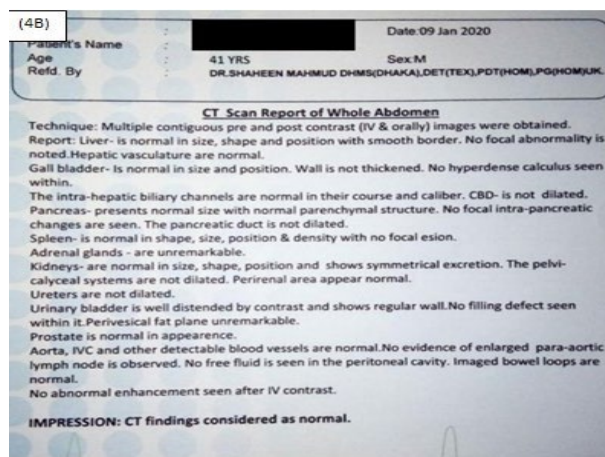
4А) КТ брюшной полости от 01.09.2020; 4В) Результаты: Нормальная КТ.
